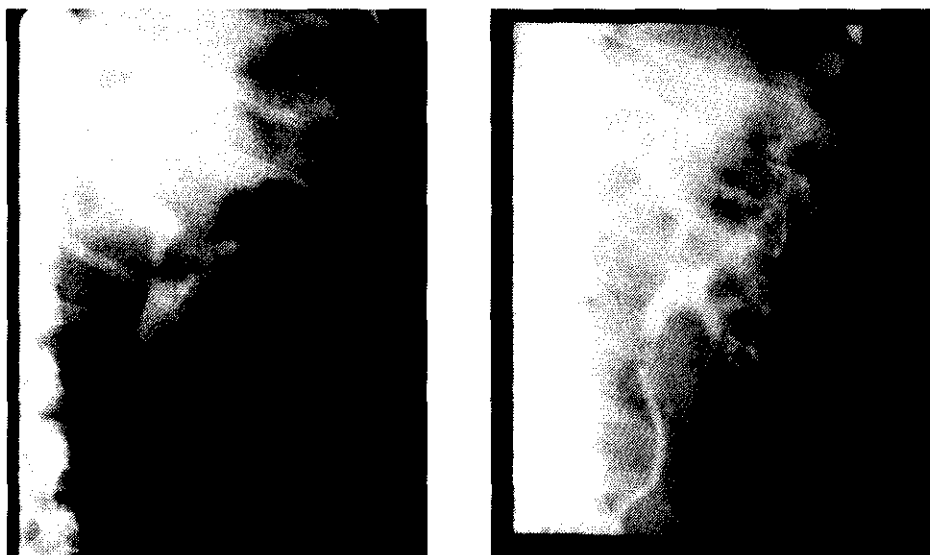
Píohidronefrosis. 4A) Radiografía simple de abdomen. Existe un cálculo coraliforme en riñón izquierdo. 4B) Pielografía ascendente. Se observa una imagen de «dispersión del contraste».
